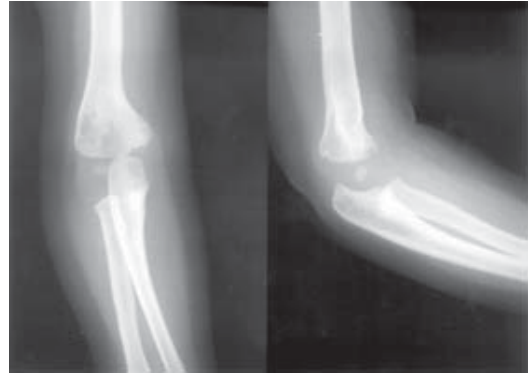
Her iki üst ekstremitésinin ön-arka radyografisinde sağ taraf önkol kemiklerinin dirseğin medialine deplase olduğu görülüyor.
